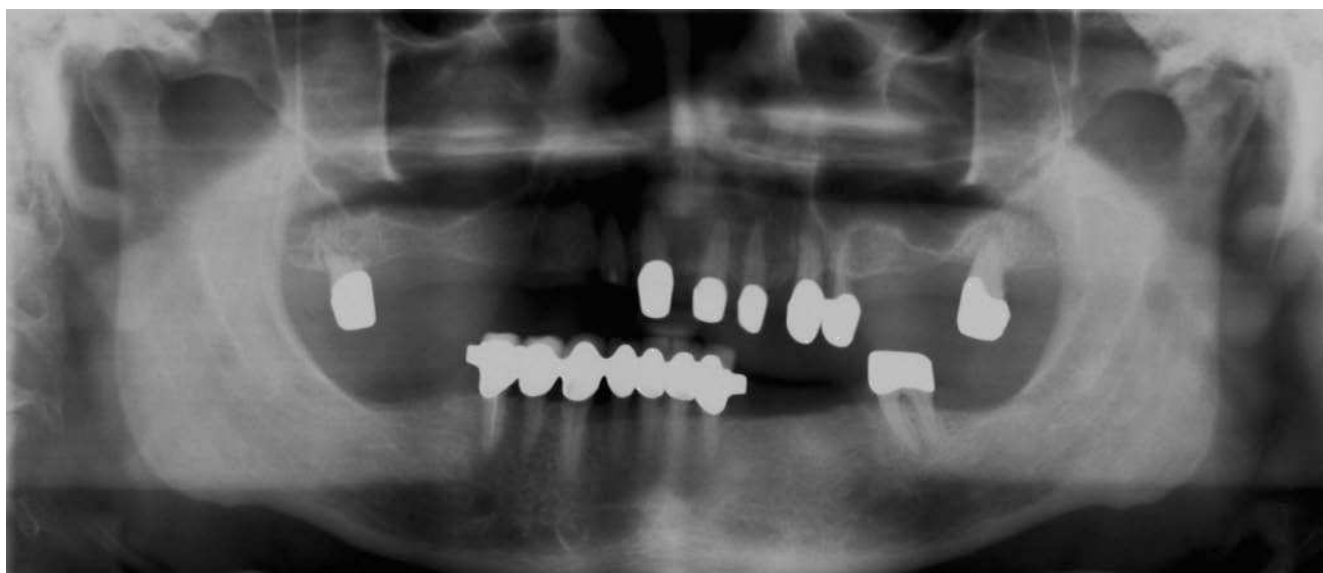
Paciente de 74 años de edad con osteoartrosis. Deformación de la articulación con aplanamiento del cóndilo y formación de osteófitos claramente apreciable en el lado izquierdo. La radiografía panorámica ofrece una visión primaria de conjunto (según la Sociedad de Odontología alemana, DGZMK). No permite, sin embargo, una interpretación clara de la forma ni del espacio articulares⁵.
